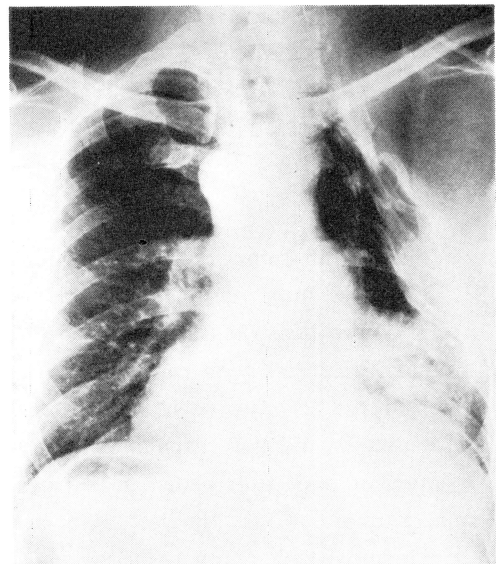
Chest radiograph of the case shows dextrocardia, thorachoplasty, and inhomogeneous shadow in the left lower lung field.
